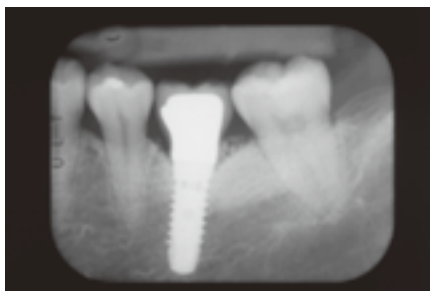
同左側X線写真。インプラント周囲組織に補填材が存在し、ジンジバルフォーマー装着時と比べ明らかな骨吸収は認められない。
